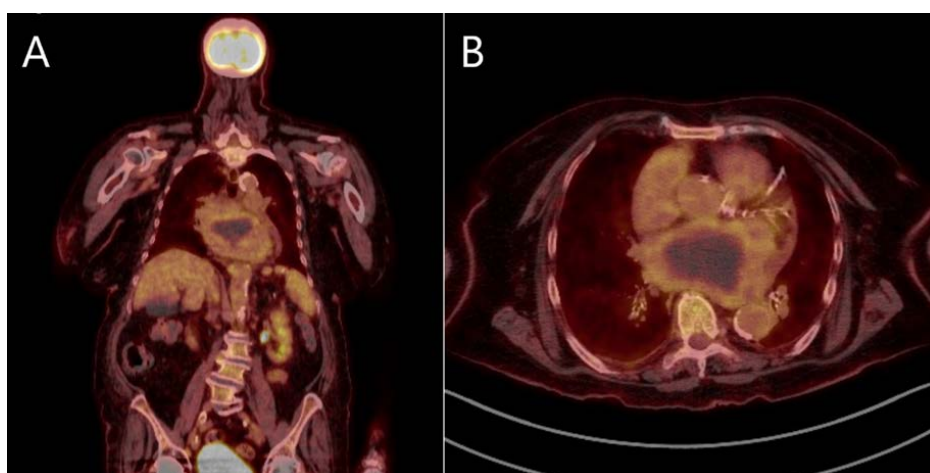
PET-TC, planos frontal (A) y transversal (B). Se muestra ausencia de captación del radiotrazador a nivel de la masa.
